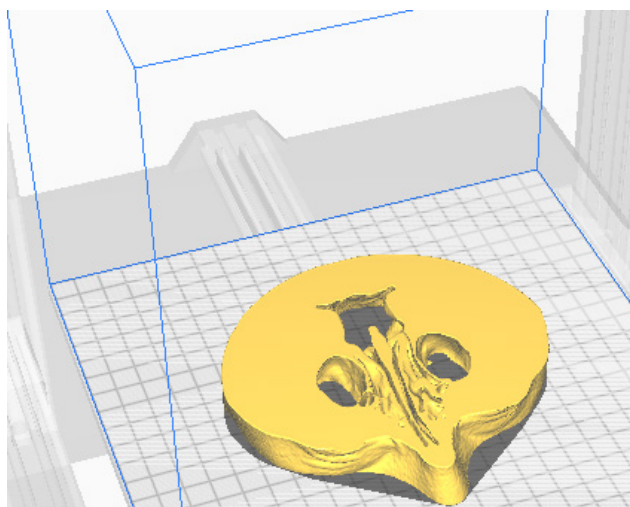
Вихідне зображення томографічного зрізу з сегментованими структурами носової порожнини в програмі-слайсері UltiMaker Cura
